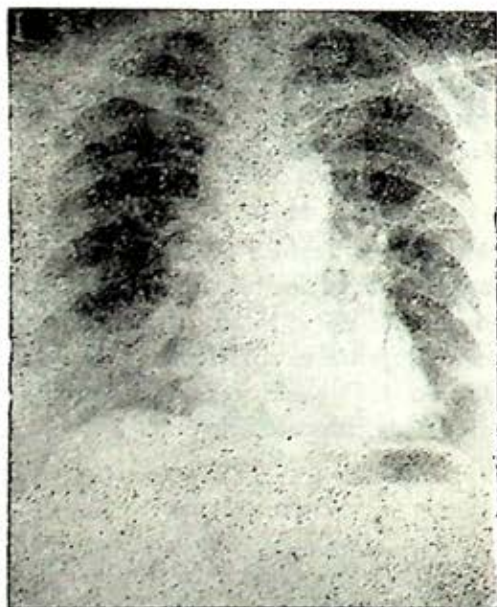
Telerradiografía de tórax. Véase texto.
